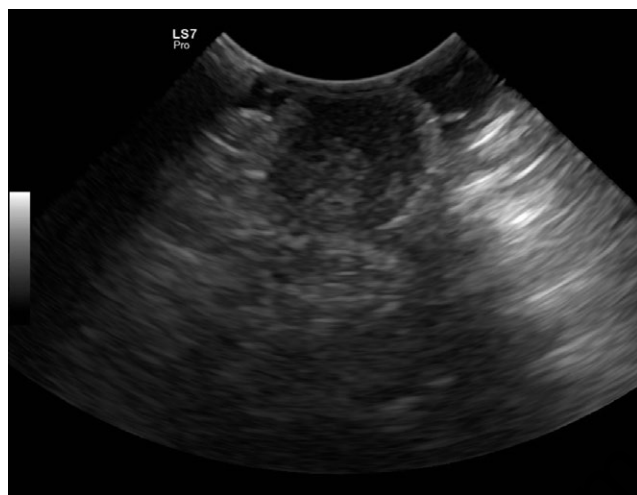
Aspetto ecografico dello scroto sovranumerario che appare disabitato.
